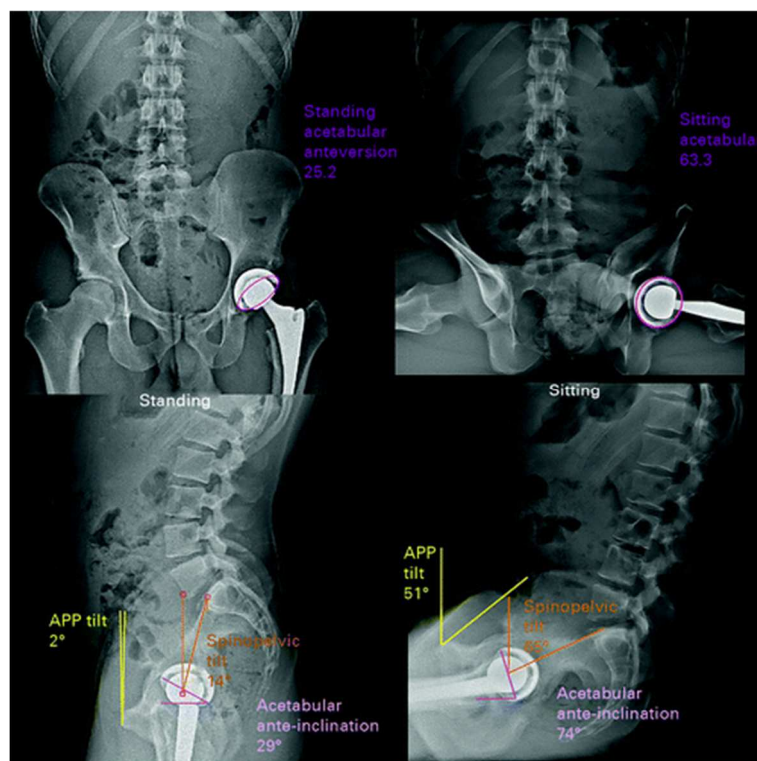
Radiographies en position debout (gauche) et assise (droite) d'un patient porteur d'une PTH gauche sans AVLS. (APP: Anterior pelvic plane). (d'après [24])
